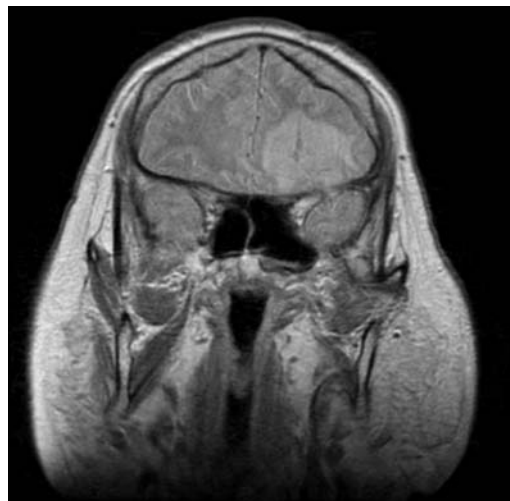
Corte de resonancia magnética en la que se aprecia afectación parenquimatosa en un linfoma no Hodgkin cerebral.
